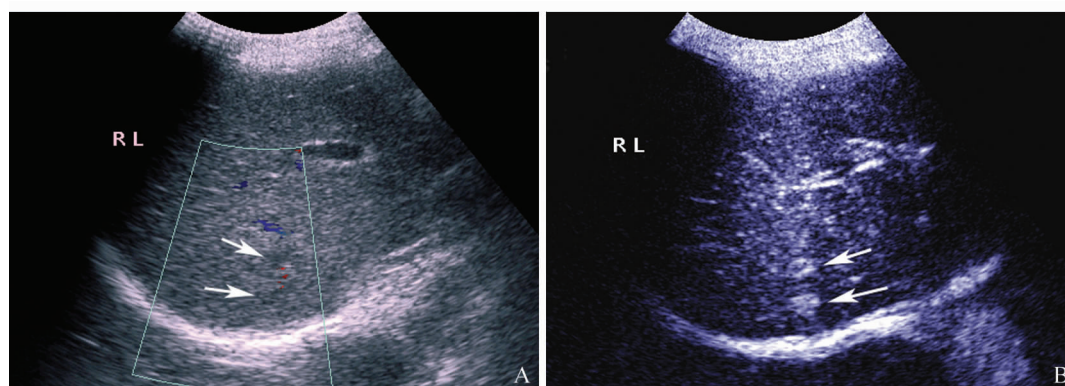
增强 CT 漏诊亚厘米肝细胞癌超声造影动脉相结果
